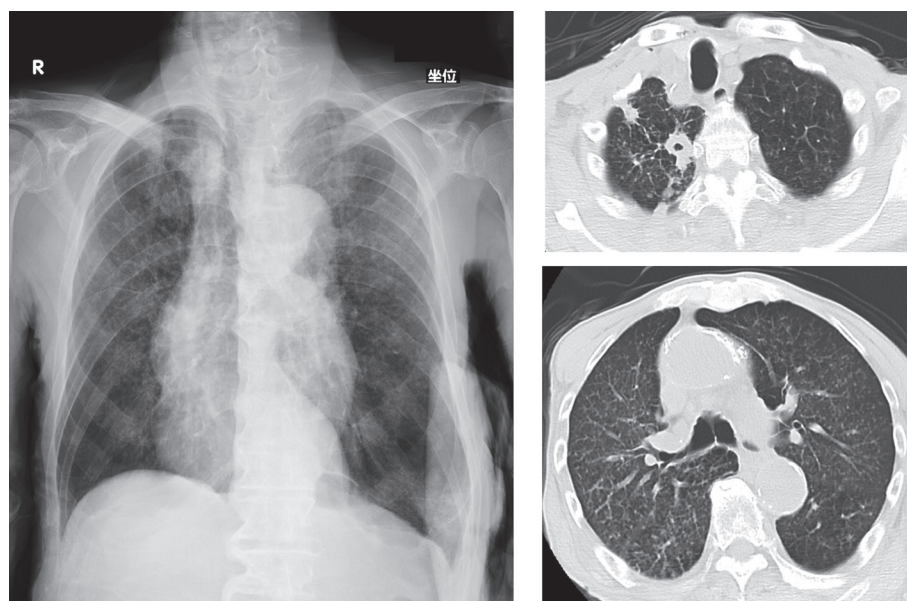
A chest X ray and CT obtained on admission revealed disseminated miliary shadows in both lungs and a cavitary lesion in right S¹.
